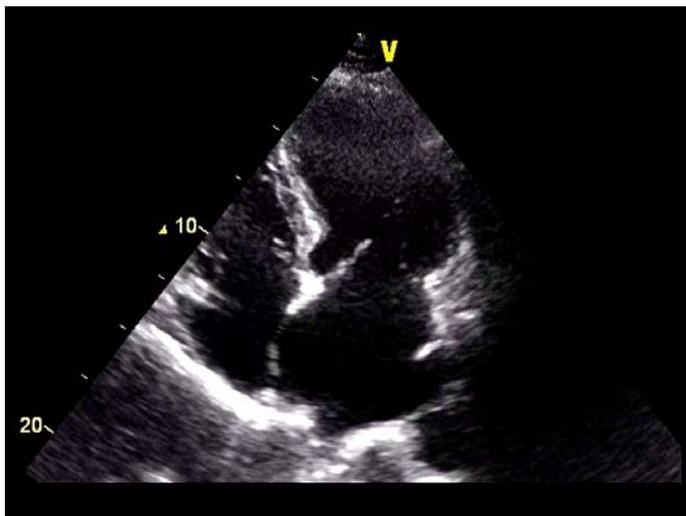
Эхокардиограмма в четырехкамерной позиции
